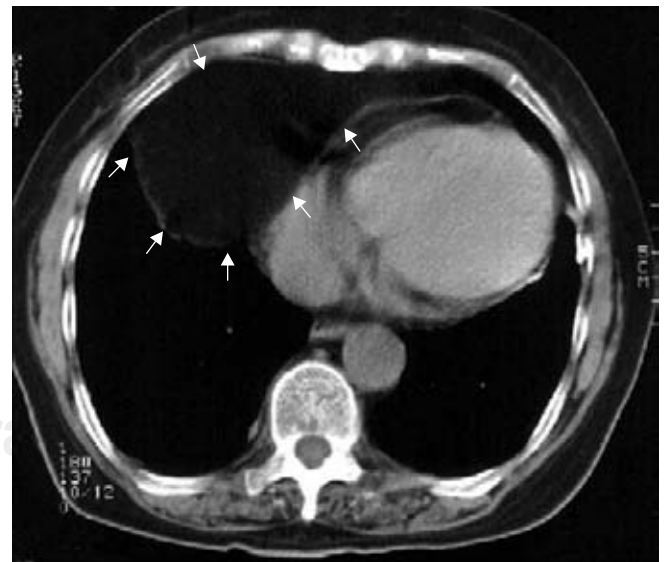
TC torácico. Imagen de densidad grasa correspondiente al omento (epiplón) intratorácico.
